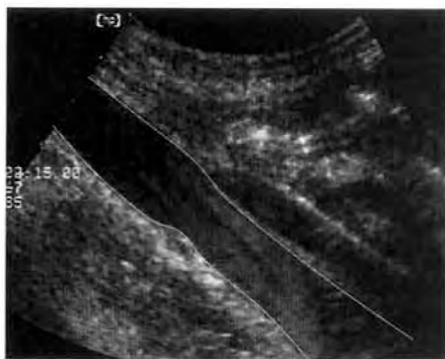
УЗИ-сканирование у пациента с лимфомой Беркитта
